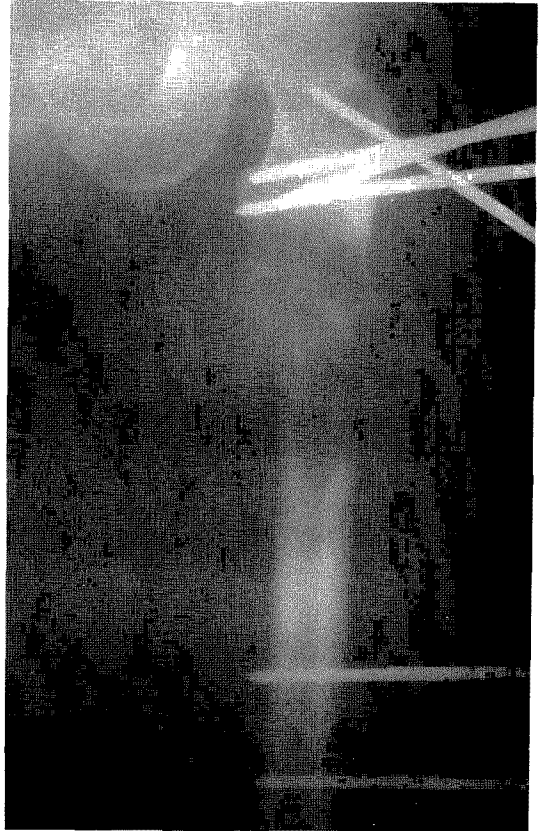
Preoperative radiograph, demonstrates postoperative state of pathologic fracture of left proximal femur with external fixator.
